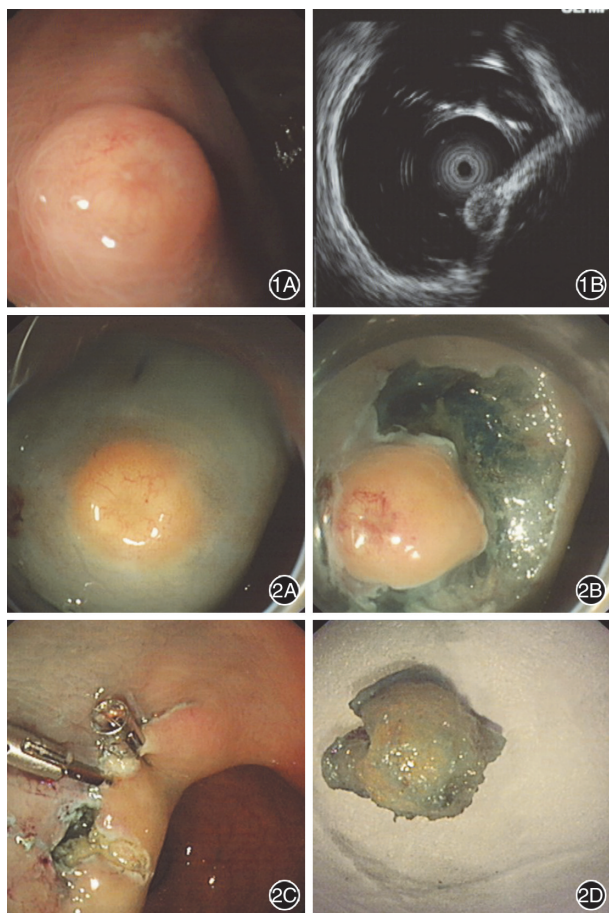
直肠神经内分泌肿瘤的普通内镜和超声内镜下表现
